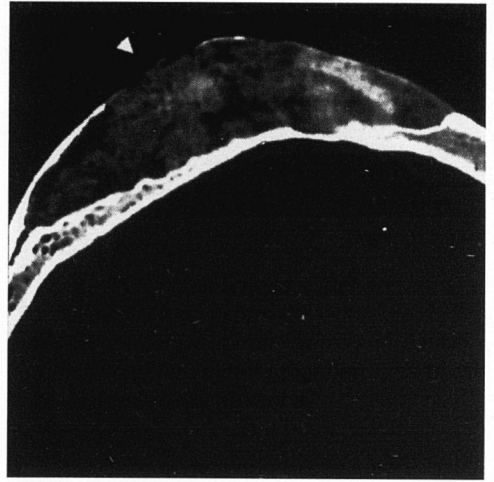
Displasia fibrosa. Detalle de la imagen axial de TC a nivel parietal izquierdo de TC a nivel parietal izquierdo. Nótese el patrón en vidrio esmerilado inhomogéneo y la erosión de la tabla externa (flecha)
